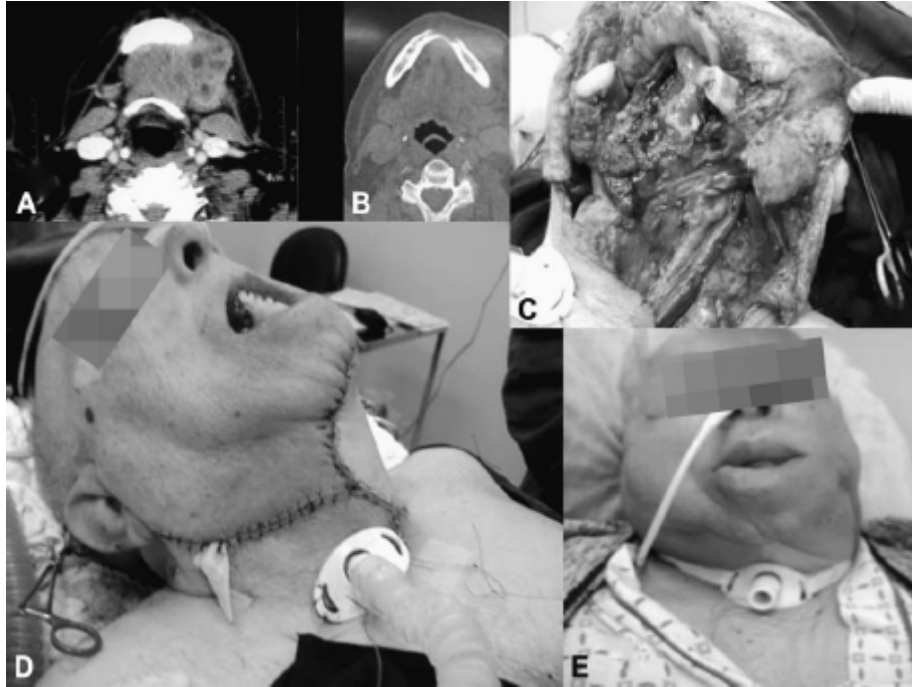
A. Corte axial de tomografia computadorizada com contraste, evidenciando metástase linfonodal de carcinoma espinocelular envolvendo a mandíbula; entretanto, sem acometimento de via respiratória. B. Corte axial de tomografia computadorizada, na janela óssea, confirmando o acometimento da mandíbula. C. Intraoperatório de esvaziamento cervical radical estendido. D. Pós-operatório imediato, mostrando traqueostomia de proteção. E. Pós-operatório mostrando grande edema cervicofacial que obstrui a via respiratória superior.
